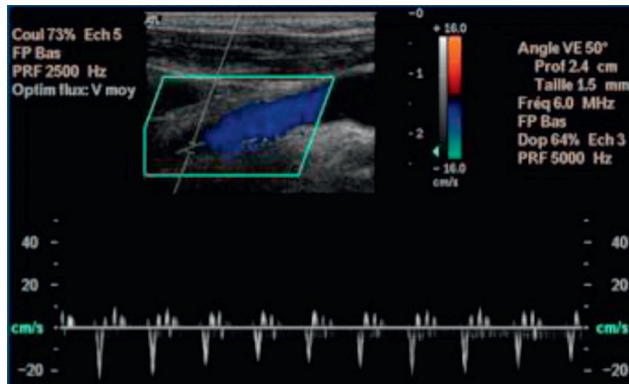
Arrêt circulatoire cérébral : flux Doppler enregistré dans l'ACI.
